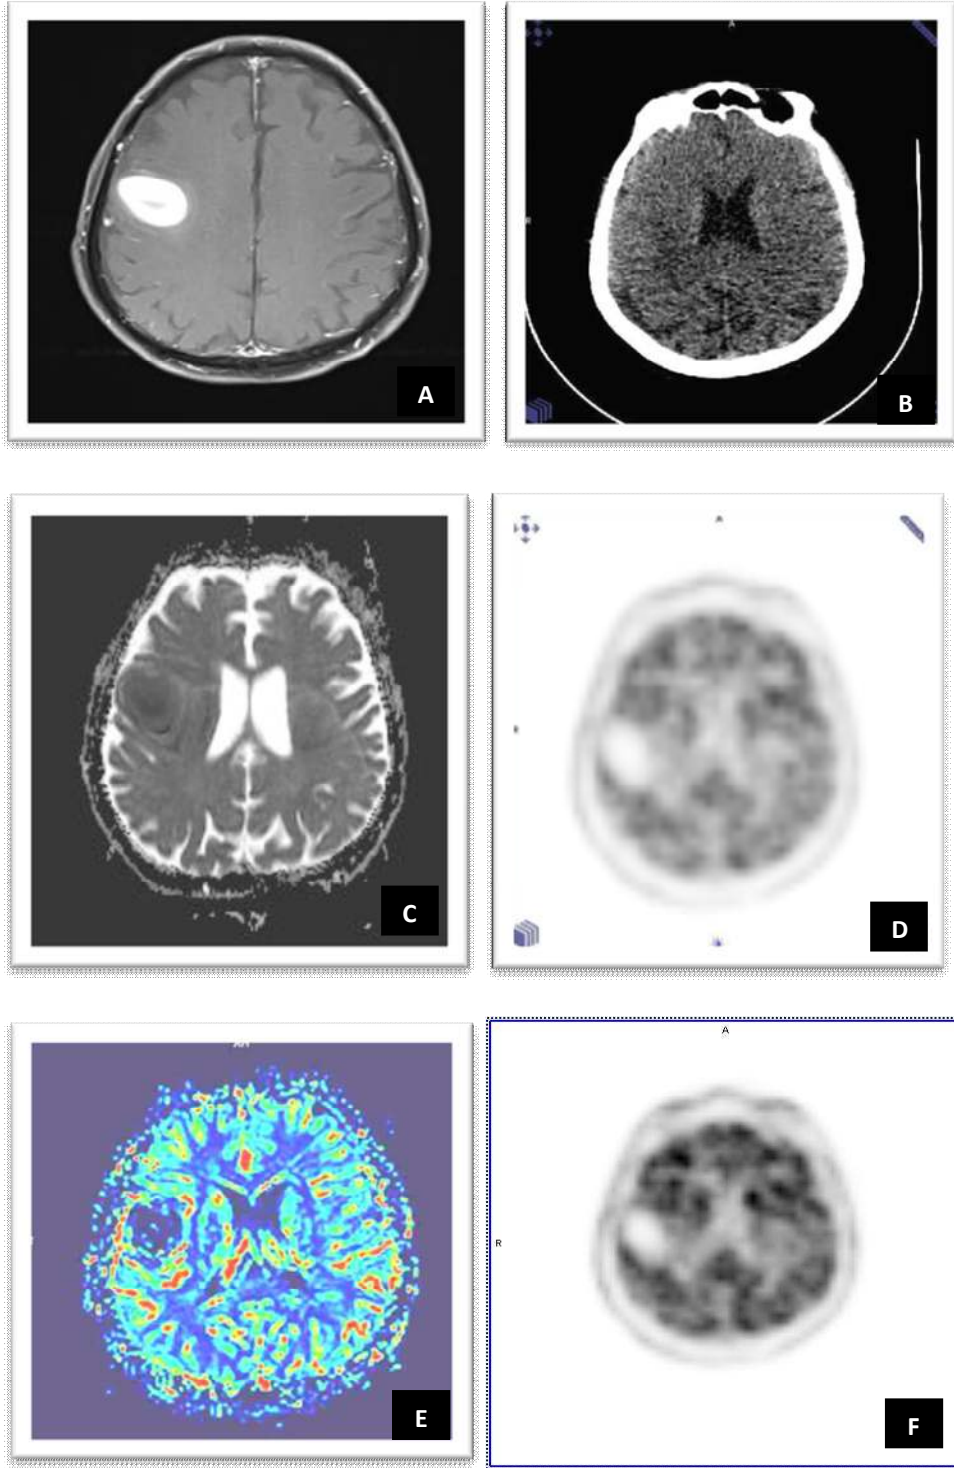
51 yaşında kadın hasta. A) MR T1A aksiyel görüntüde frontal lobda sol kesimde yerleşimli lezyon, B) BT görüntüsü, C) Difüzyon MR’da ADC haritasında kitlede difüzyon kısıtlılığı, D) PET’de frontoparietal alanda hipermetabolik kitle, E) Perfüzyon MR’da frontal bölgedeki kitlede perfüzyon artışı, F) PET/BT füzyon görüntüsü (Histopatolojik tanı; Grade 4 glioblastom).
